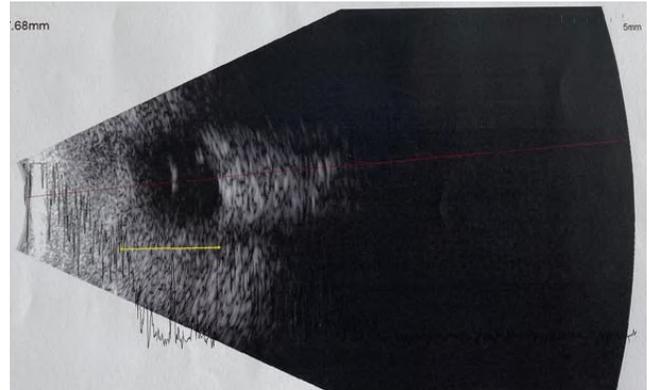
Ecografía oftálmica: ojo izquierdo, ausencia de glóbulo ocular.
